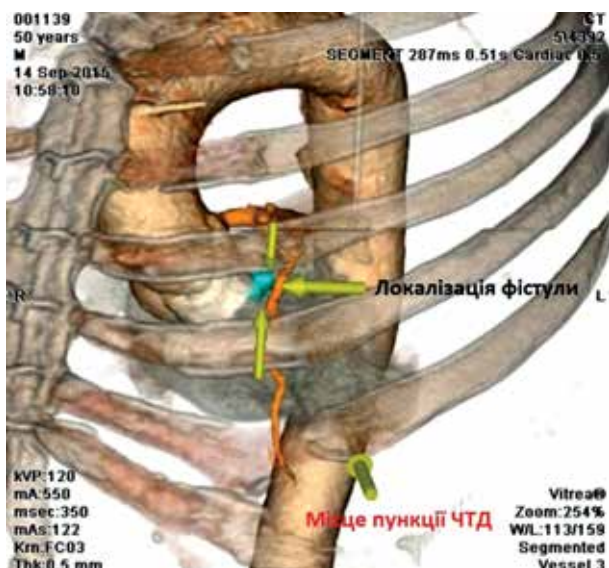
Приклад планування місця пункції при ЧТД. КТ із 3D-реконструкцією
